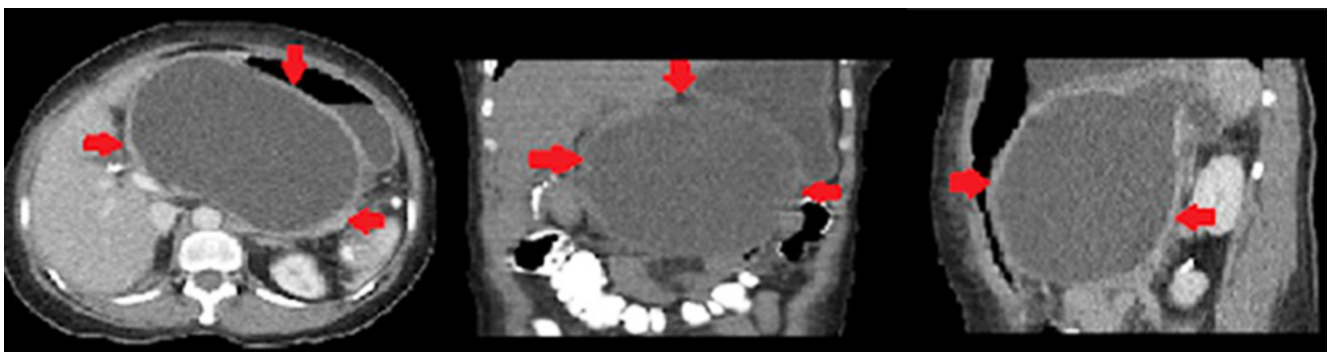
Tomografía computarizada de abdomen y pelvis. Presencia de pseudoquiste pancreático de 16 x 16 x 11 cm, sin líquido libre en la cavidad.
